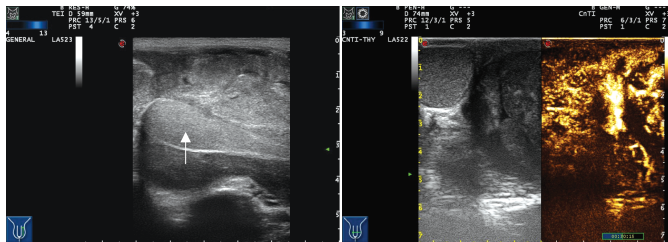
声像图示左侧受压睾丸组织 图2 超声造影呈不均匀性高增强(箭头示)
